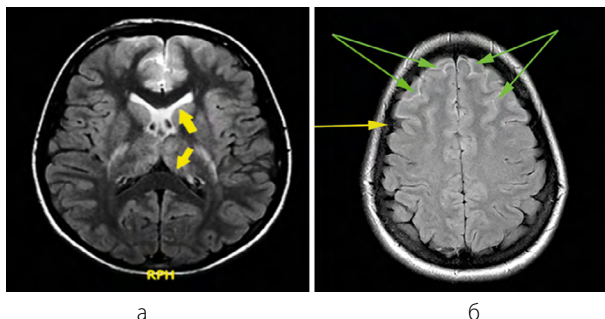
МРТ головного мозга, имеется металлоконструкция челюстно-лицевой области, FLAIR ИП в аксиальной плоскости: некорректная работа технологии подавления сигнала от воды: а – гиперинтенсивный сигнал от ликвора в передних рогах боковых желудочков по сравнению с задними рогами (желтые стрелки), б – двусторонний гиперинтенсивный сигнал от ликвора в проекции лобной доли (зеленые стрелки), желтая стрелка – подавленный сигнал от ликвора
